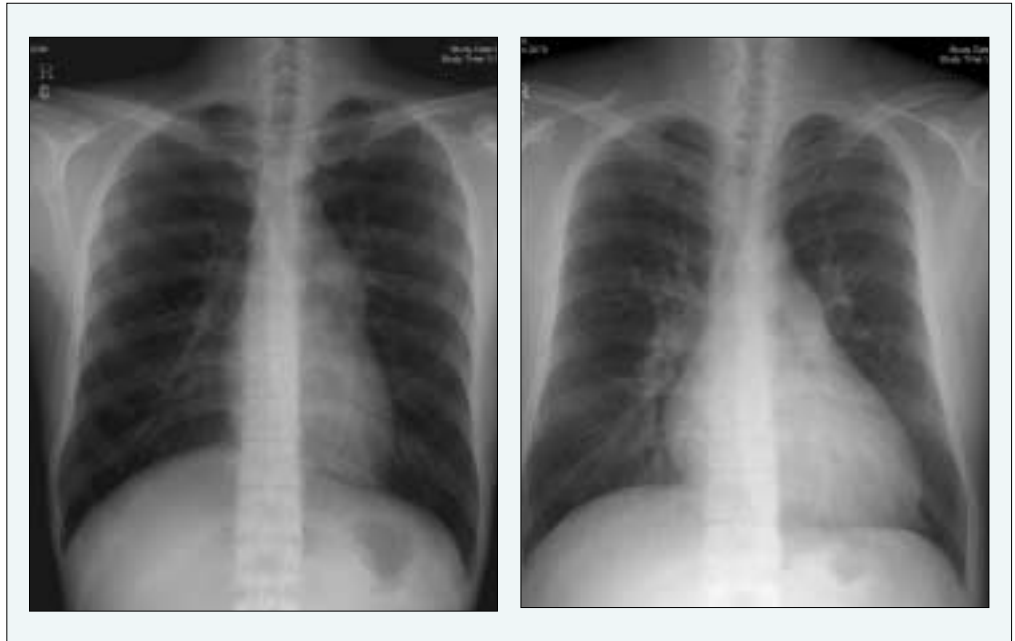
단순 폐동맥 협착과 이차공 심방 중격 결손의 흉부 방사선 소견. 좌측의 폐동맥 협착 환자의 사진에서는 주폐동맥이 커진 소견만 보이나 우측의 심방 중격 결손 사진에서는 심비대 및 폐혈관 음영의 증가가 동반되어 있다.
